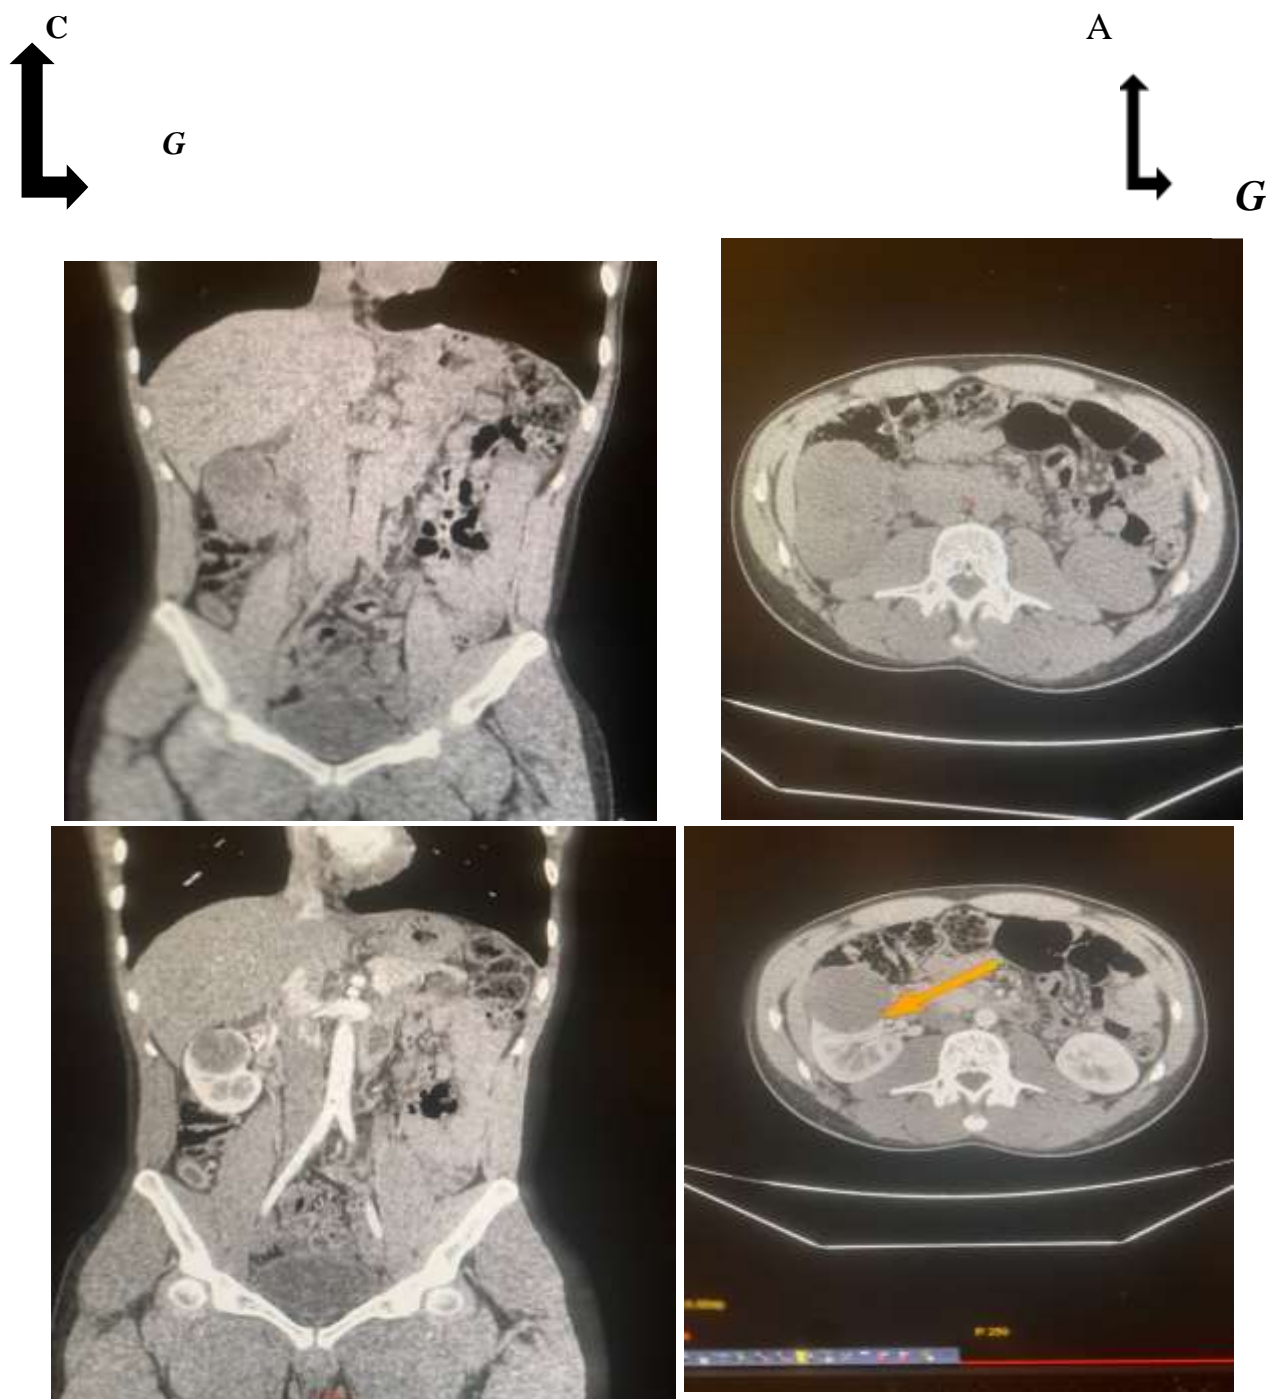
observation 6 : Mr MD âgé de 22ans admis au service pour rein gauche non visible à l'échographie ceux qui une URO-TDM a été réalisée sans et avec injection de PDC (A, B : coupe axiale ; B, D : reconstructions Coronale) mettant en évidence en fenêtre parenchymateuse une ectopie rénale gauche en position iliaque.
